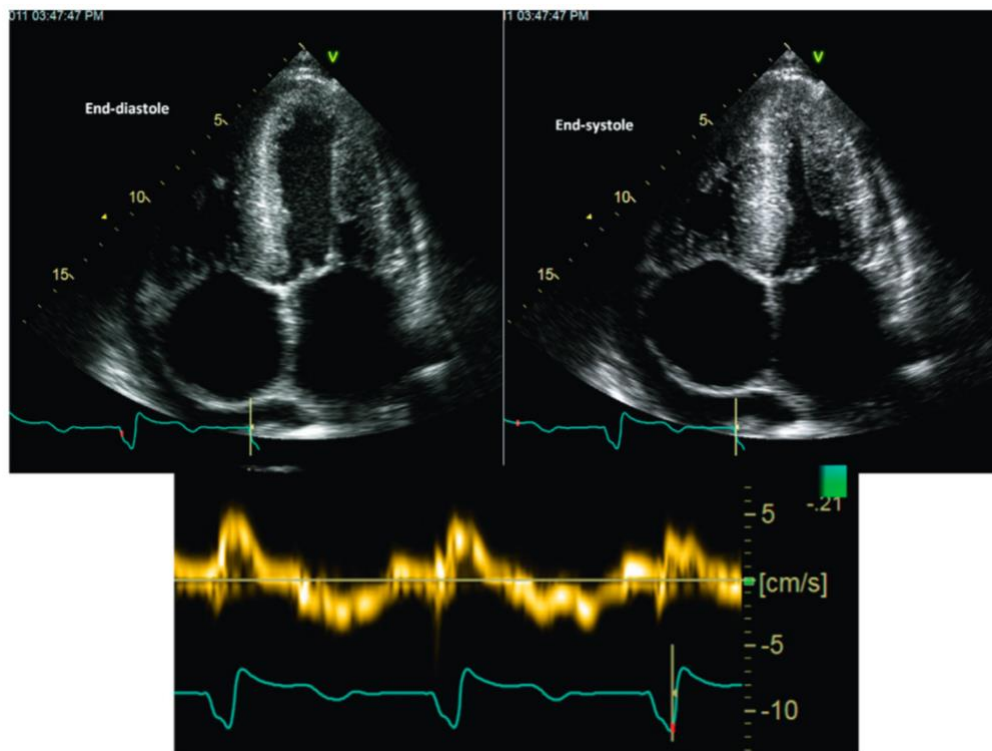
immagini ecocardiografiche in telediastole (in alto a sinistra) e telesistole (in alto a destra) con importante inspessimento del setto interventricolare e aumento delle dimensioni atriali, in presenza di frazione di eiezione conservata. Il doppler tissutale settale (in basso) mostra una riduzione delle velocità longitudinali sistoliche e diastoliche (3).
